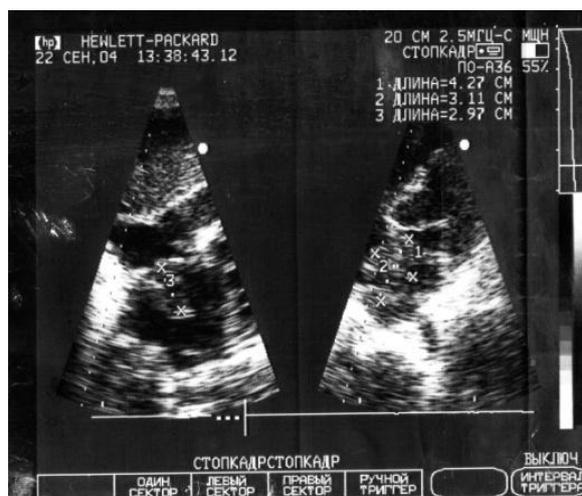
Эхокардиографическое исследование выполнено 22.07.2004
